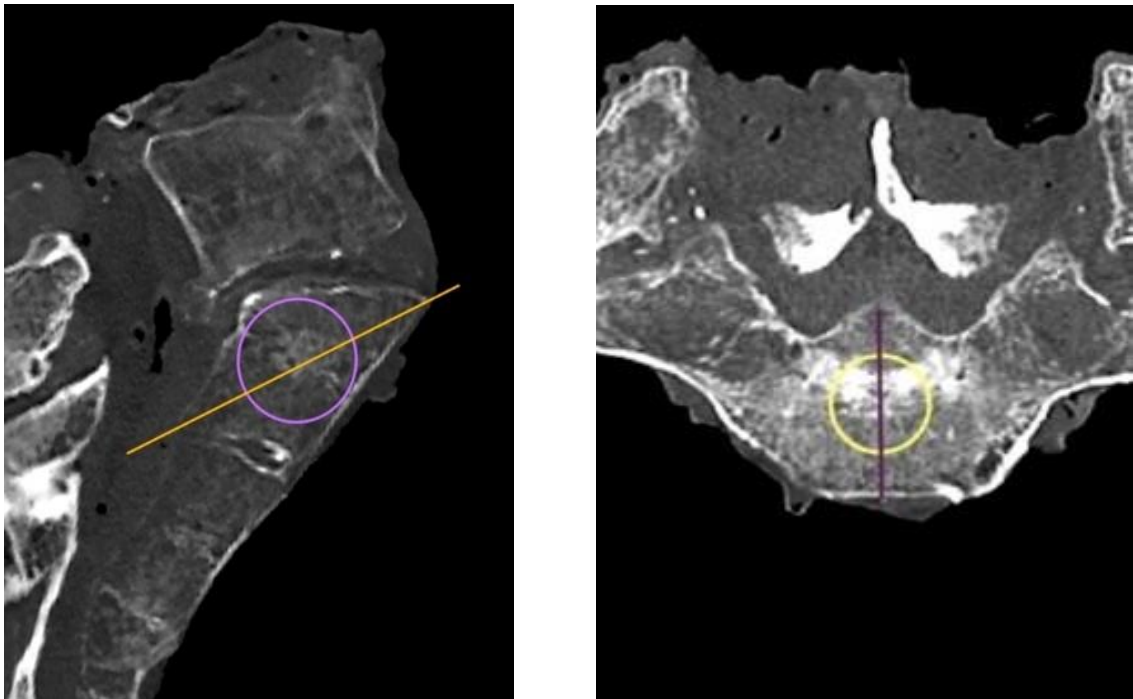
Bestimmung der Hounsfield Einheiten am S1 im CT
